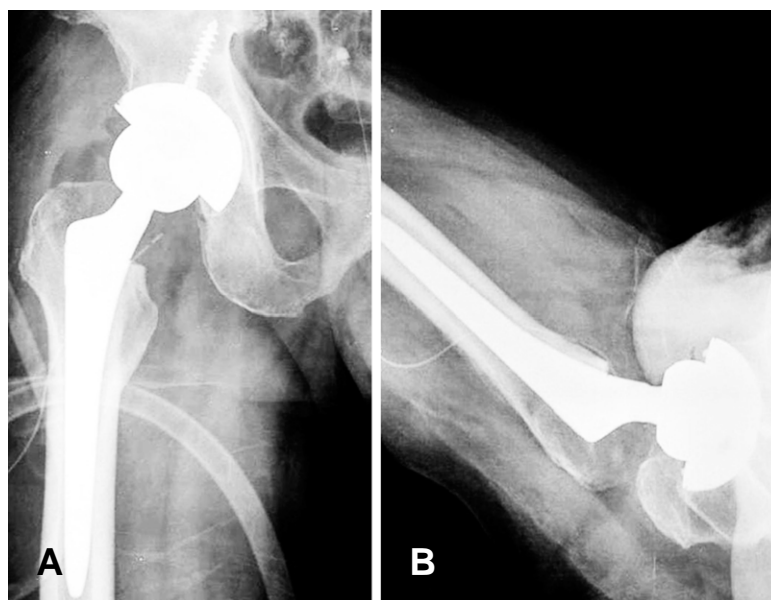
(A) Postoperative radiographs show the anteroposterior inclination of 45 degrees (B) and anteversion of 15 degrees.
